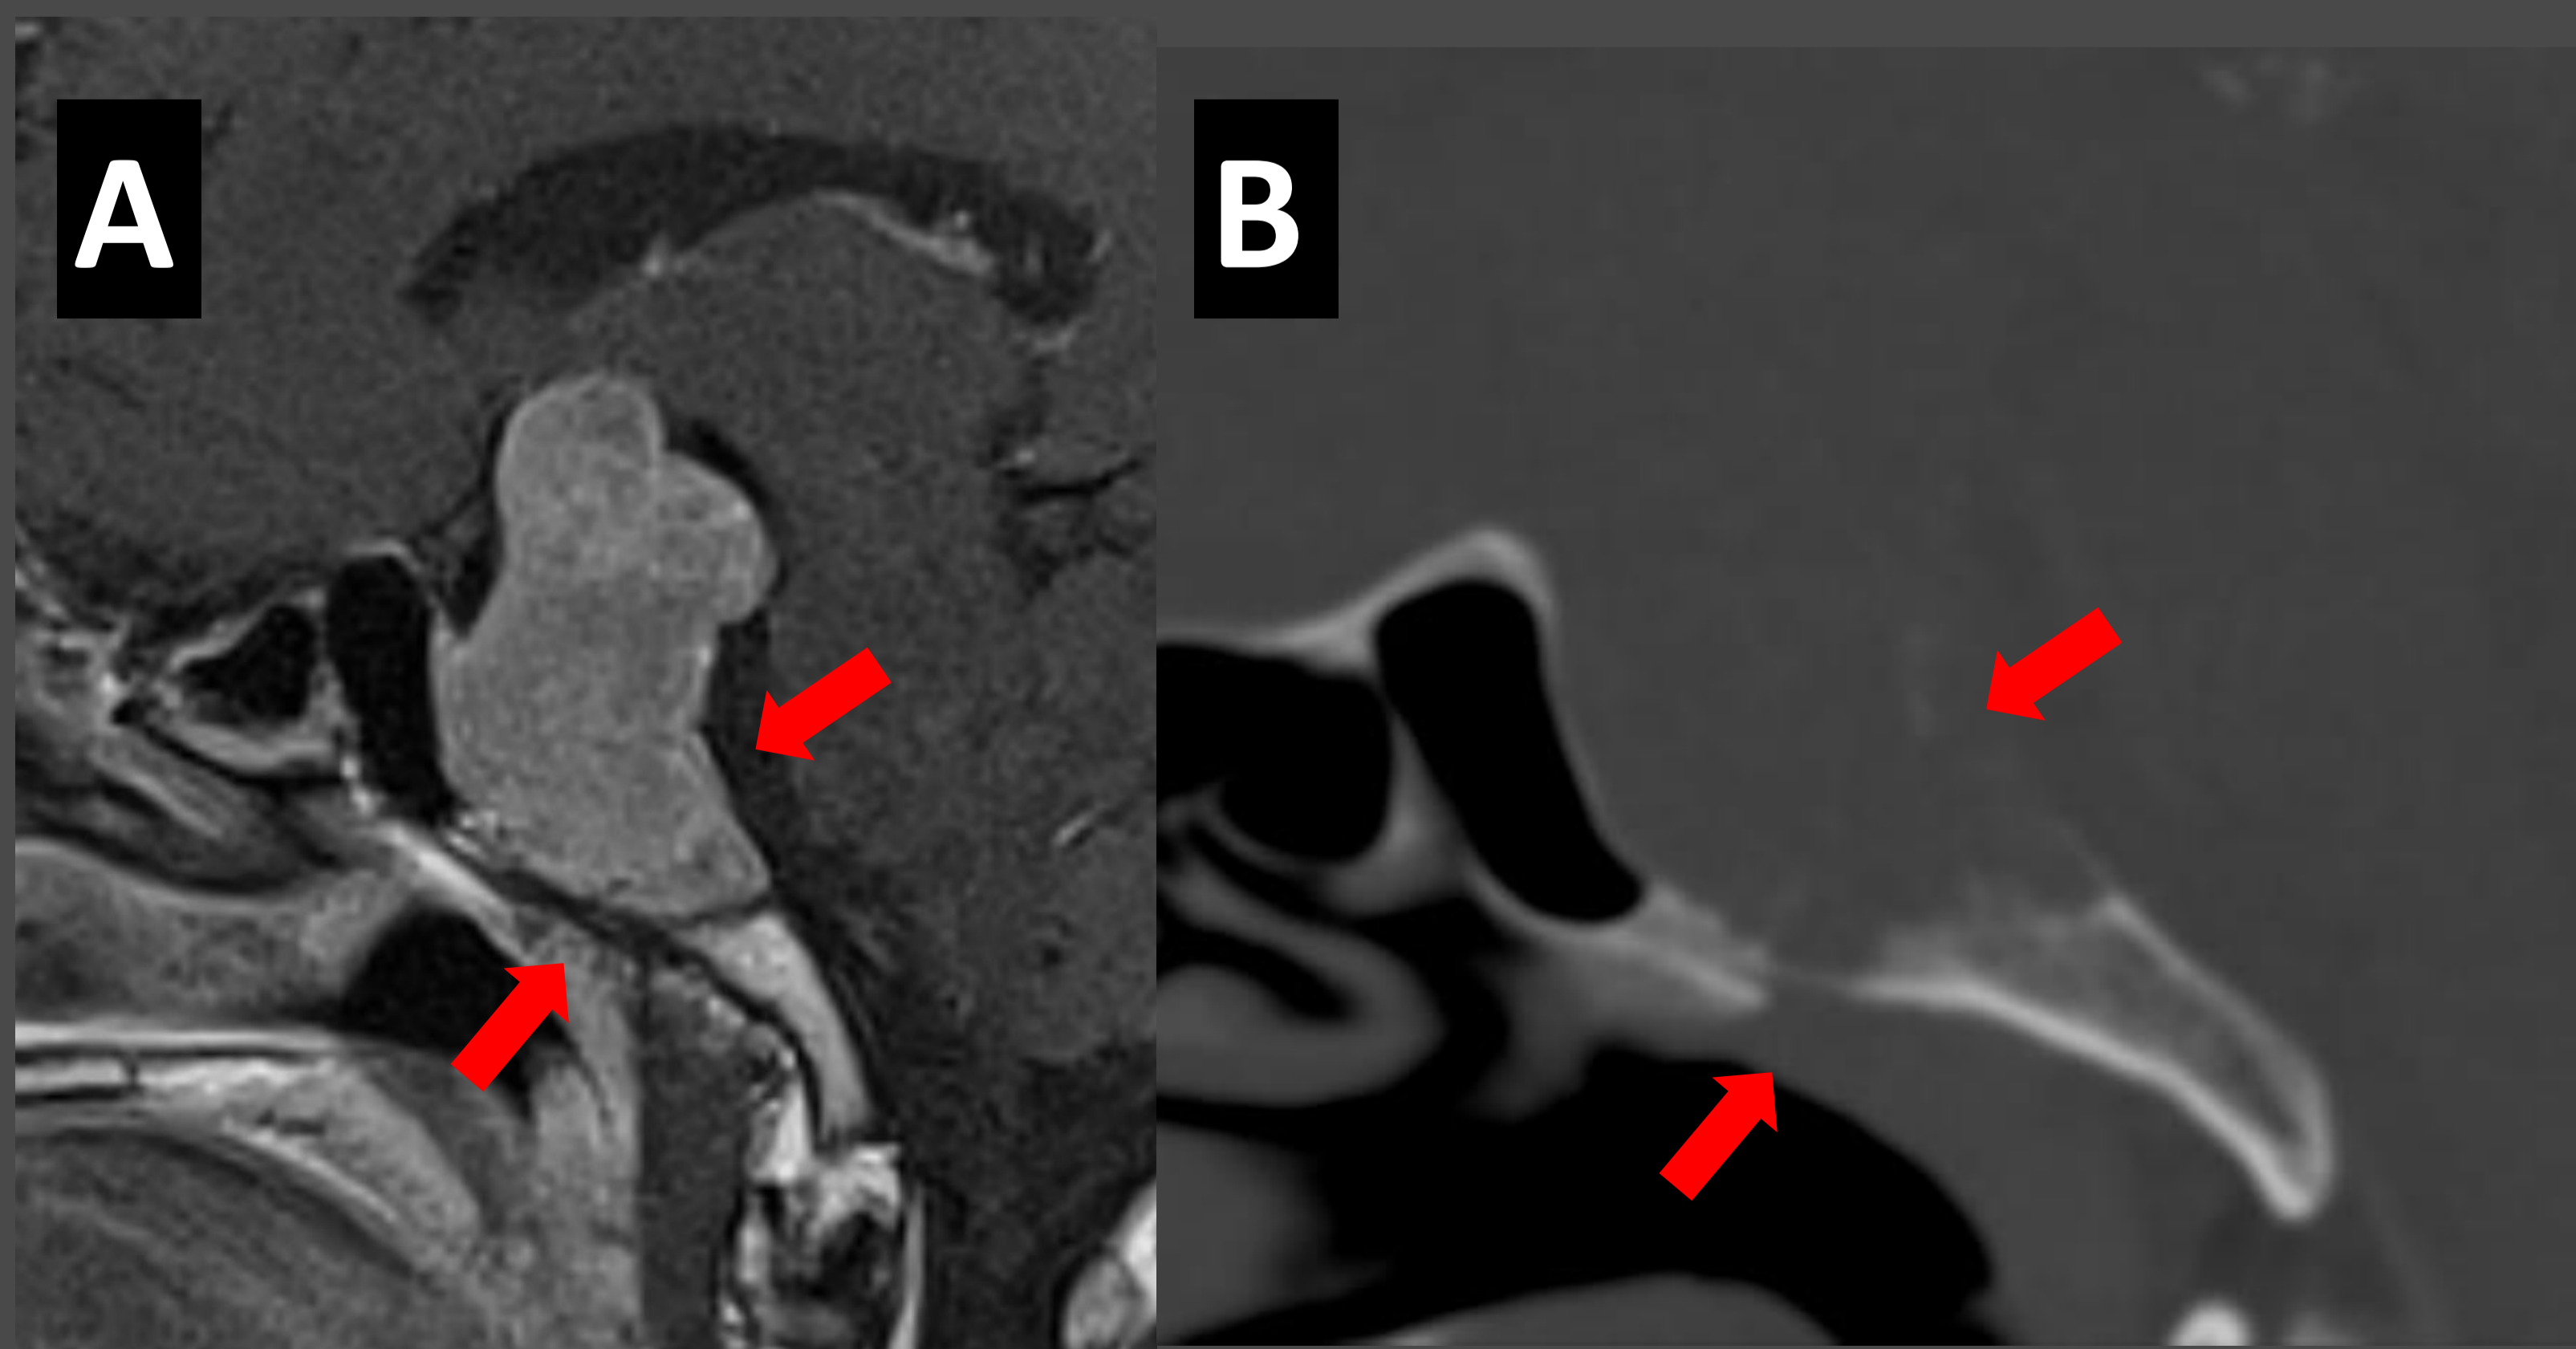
Macroadenoma con erosión del clivus, afectando fundamentalmente a dorso y suelo de la silla turca (flechas rojas); este hallazgo es más notorio en imágenes sagitales de TC.
